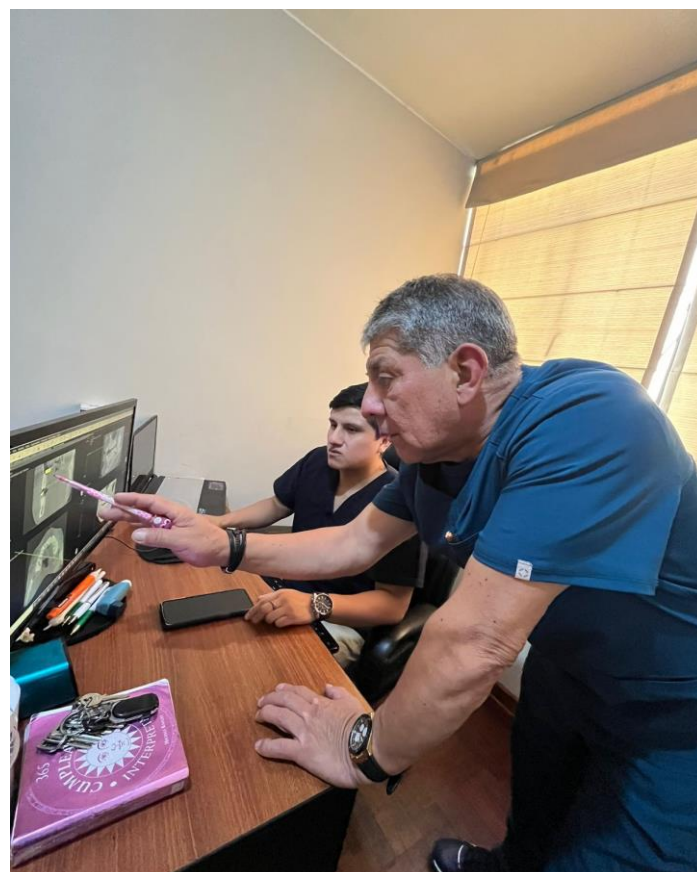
Tomografía usando el Programa EZ3D plus de Vatech
